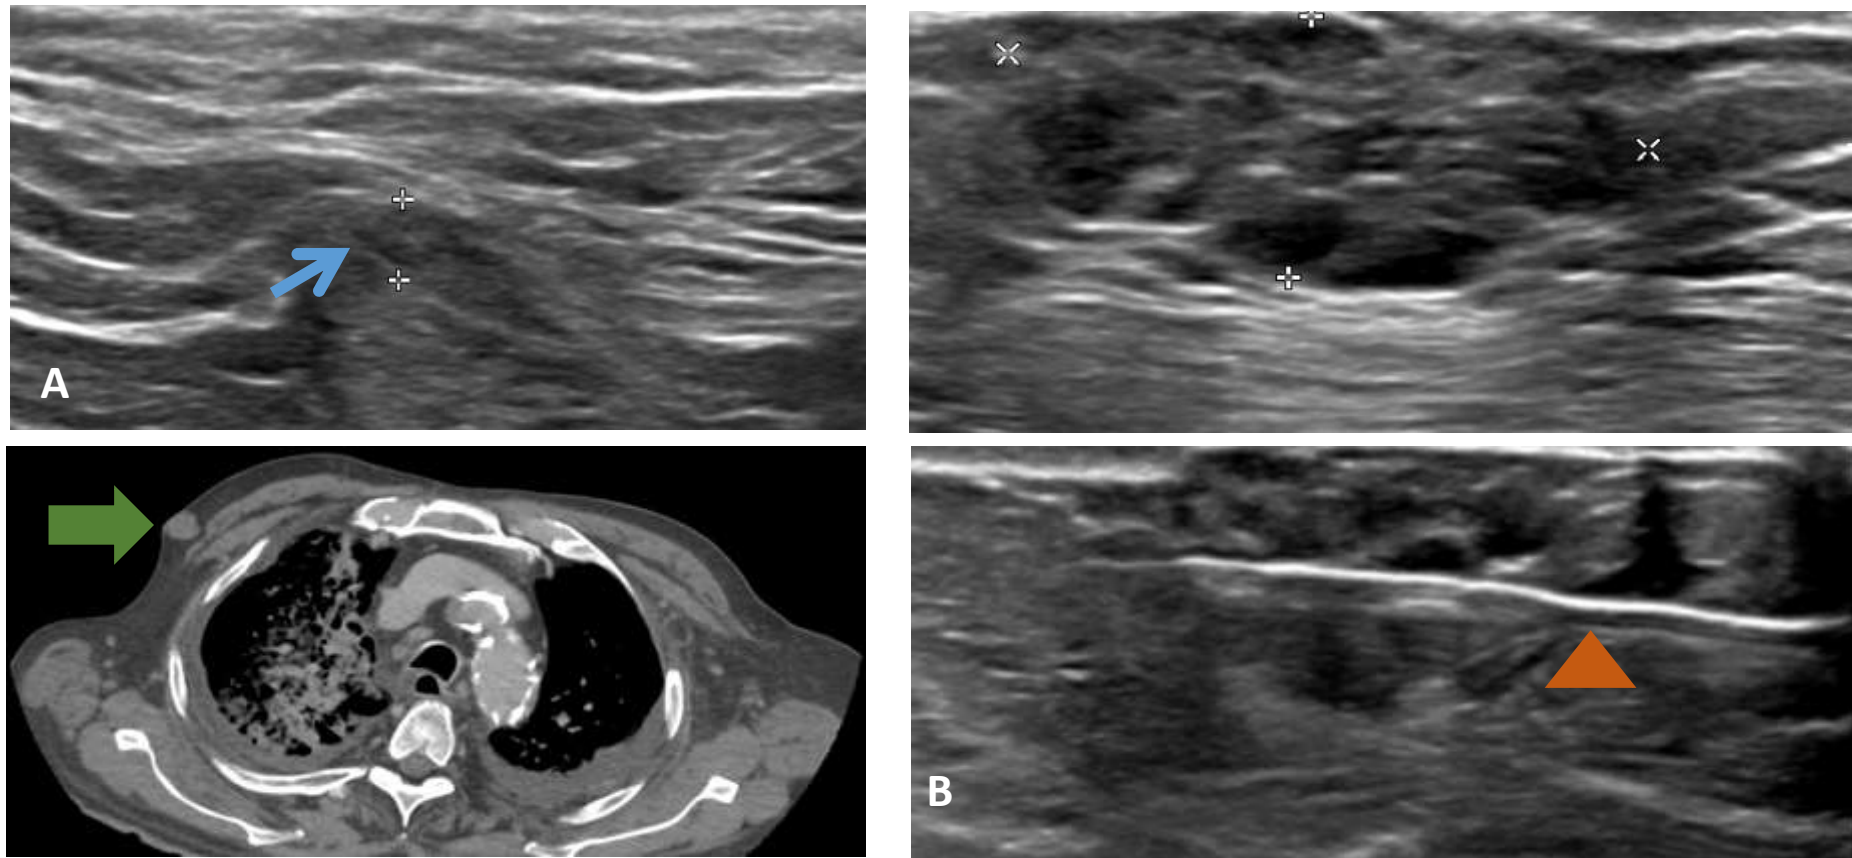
Varón de 86 años con nódulo mamario derecho visualizado en TC como hallazgo accidental. A) Ecografía mamaria en la que se observa un nódulo hipocóico sólido-quístico en cuadrante superior externo de la mama derecha, con escasa vascularización, sugestivo de malignidad (BI-RADS 4) por lo que se realiza biopsia con aguja gruesa (B). Además se observa ganglio axilar derecho con leve engrosamiento cortical e hilio graso conservado. El diagnóstico histológico fue de formación vascular tipo hemangioma cavernoso y ganglio linfático de características benignas.
